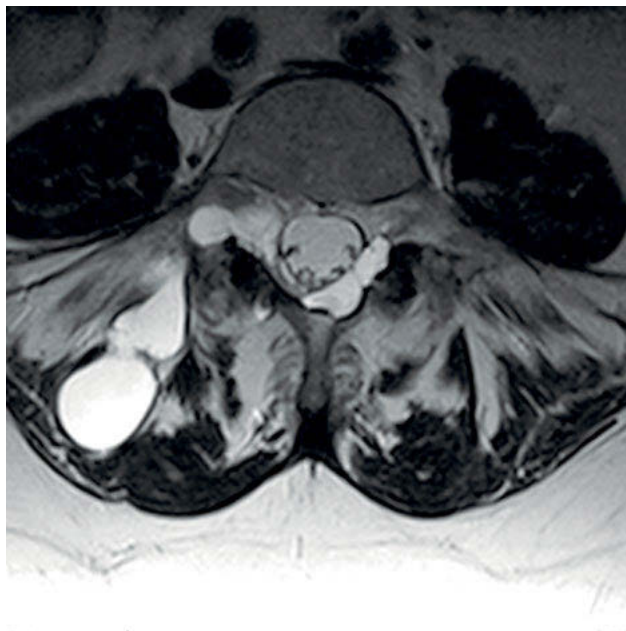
Axiales MRT T2. Intra- und extraspinaler Zysten bei einer 55-jährigen Patientin mit Überweisung zur Radiofrequenz-Denervation.
